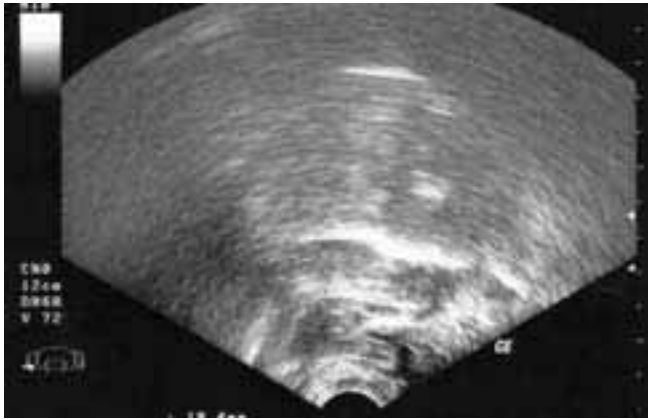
19. 11. 2007 vaginalsonographisch unauffälliges Ovar rechts
